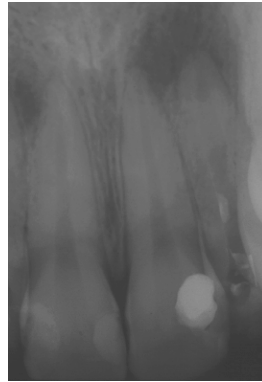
Radiografia de dente da amostra com rarefação óssea periapical
